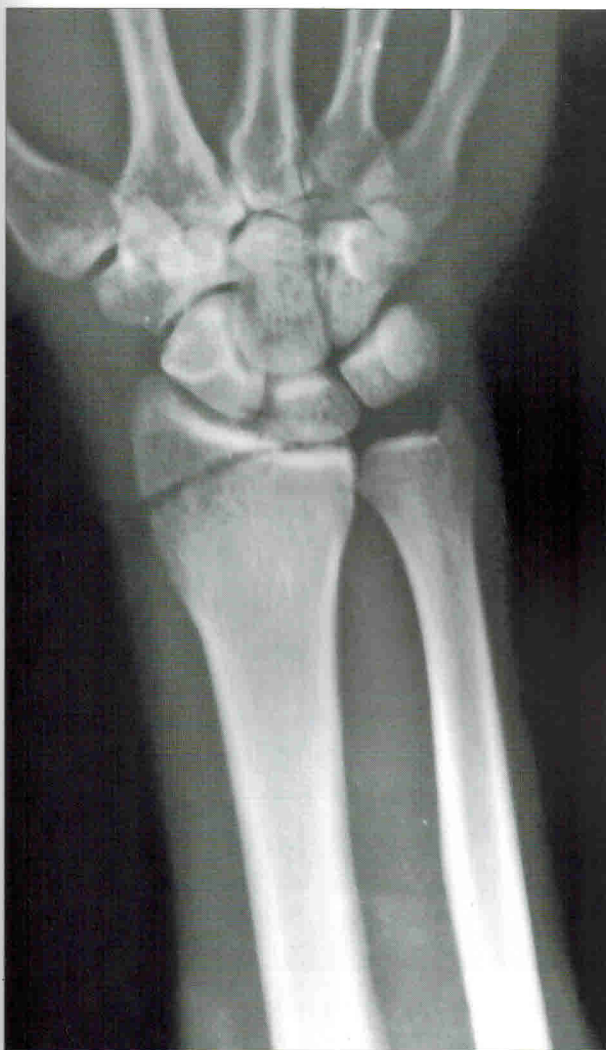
На рентгенограмме правого лучезапястного сустава с захватом верхней трети предплечья в передней проекции определяется внутрисуставной перелом дистального эпифиза лучевой кости без существенного смещения отломков
